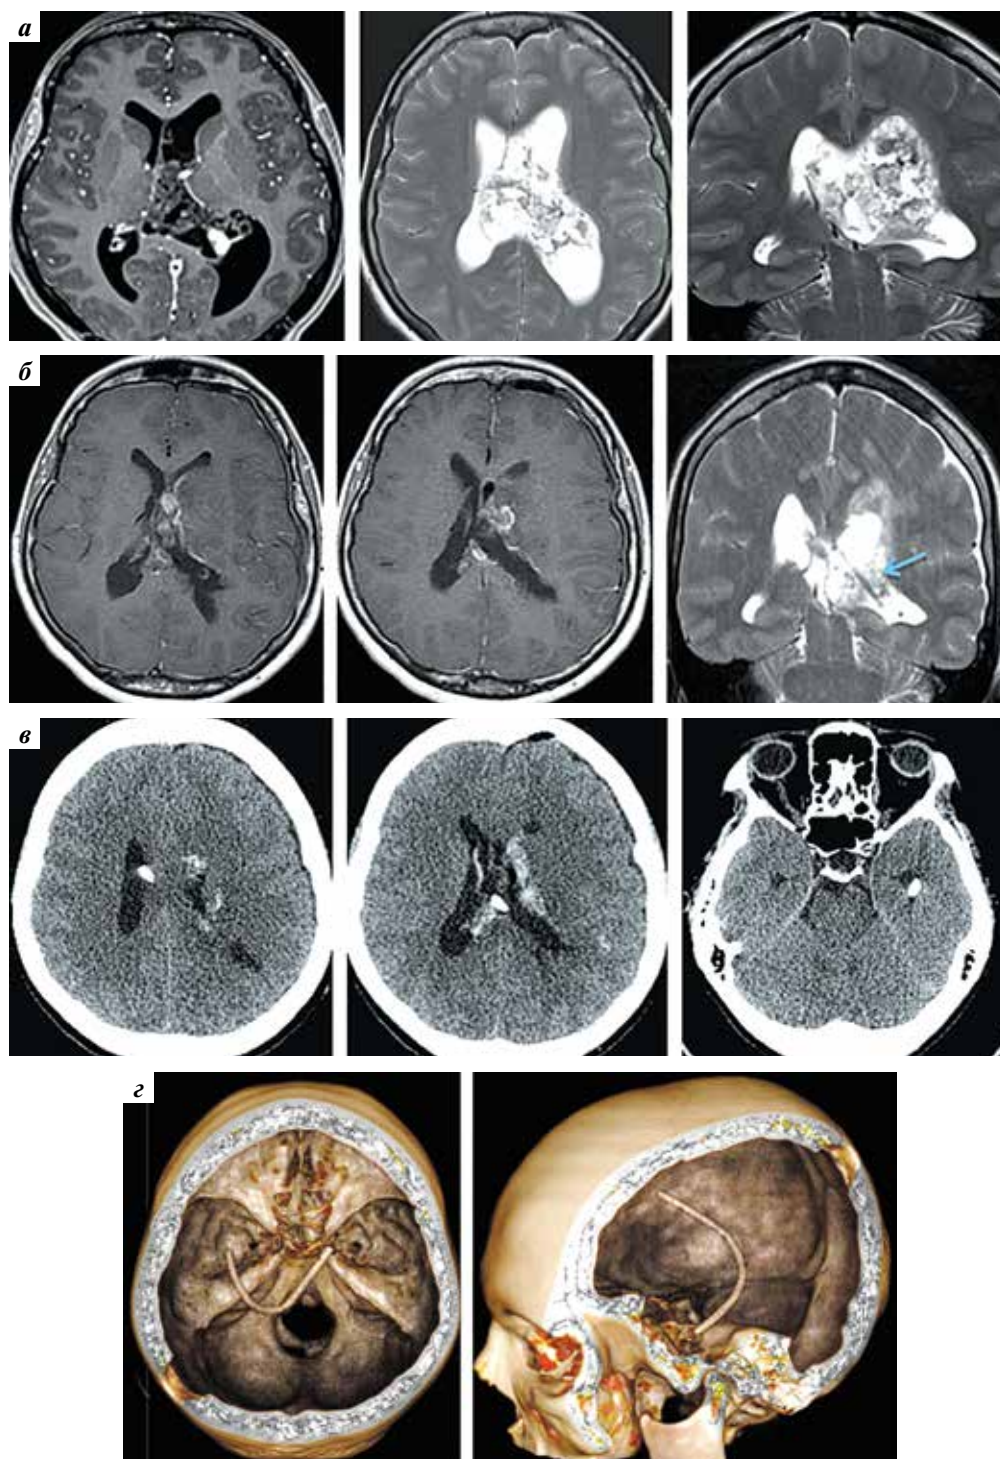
Данные обследования пациентки, которой выполнено удаление центральной нейрочитомы левого бокового желудочка с одномоментным стентированием желудочковой системы: а — дооперационные магнитно-резонансные томограммы в режимах T1 с контрастным усилением и T2: визуализируется гиперинтенсивное объемное образование с распространением на область прозрачной перегородки, переднего рога, тела и треугольника левого бокового желудочка, гетерогенно накапливающее контрастное вещество; б — послеоперационные магнитно-резонансные томограммы в режиме T1 с контрастным усилением: отсутствие остатков опухоли; в проекции треугольника визуализируется вентрикулярный катетер (отмечен стрелкой); в, г — аксиальные компьютерные томограммы (в) и 3D-реконструкция (г) демонстрируют расположение вентрикулярного катетера в желудочковой системе
